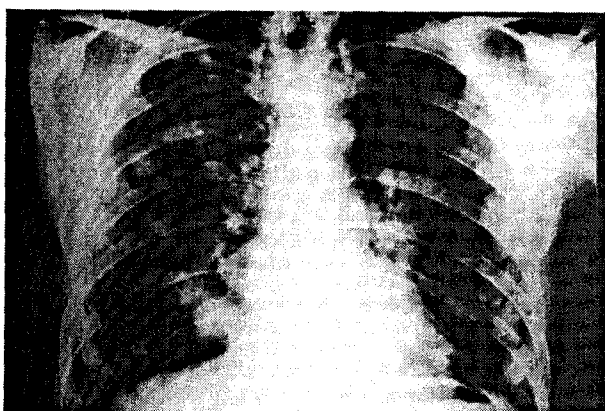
Radiografie toracopulmonară – multiple metastaze dezvoltate dintr-o tumoră pielocaliceală dreaptă pT₄ N₃ G III.
